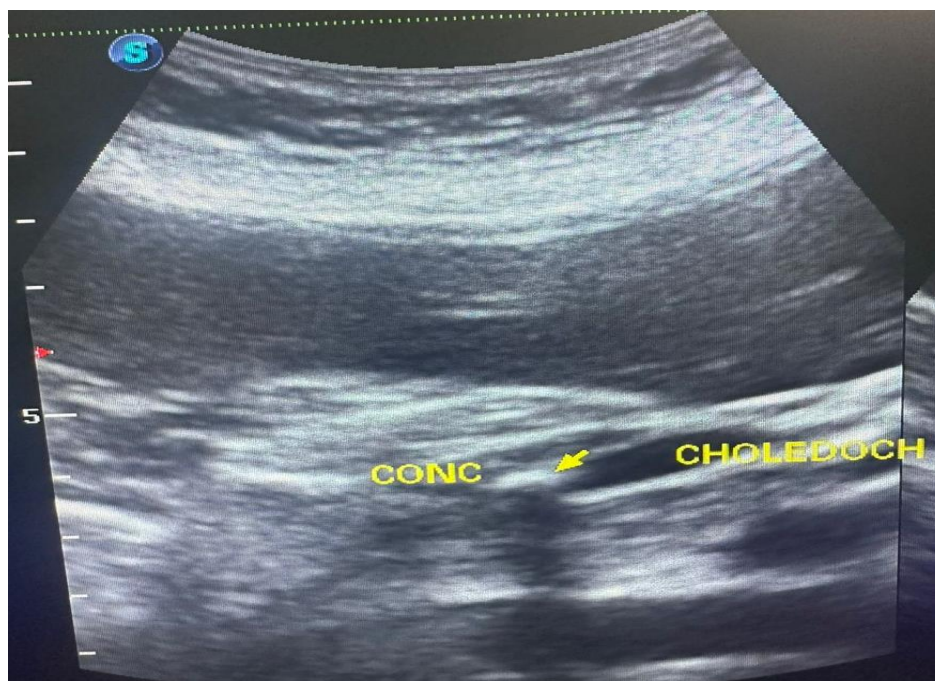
УЗИ. Холедохолитиаз. Стеатоз печени
